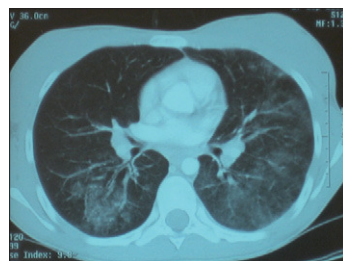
TC pulmonar con infiltrados alveolares bilaterales.
